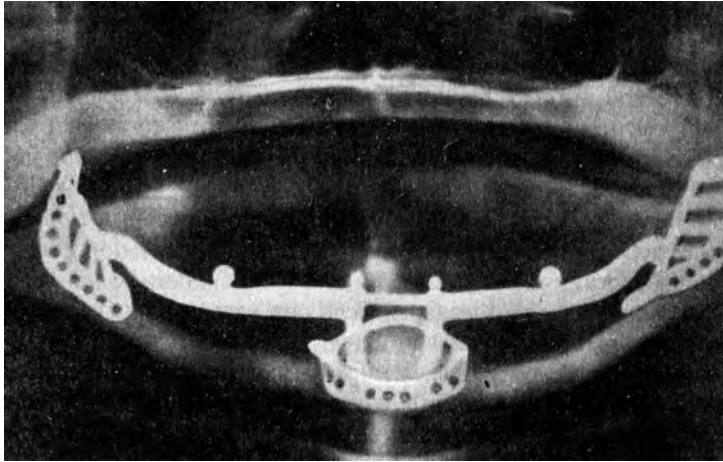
Панорамний рентгенівський знімок після операції
